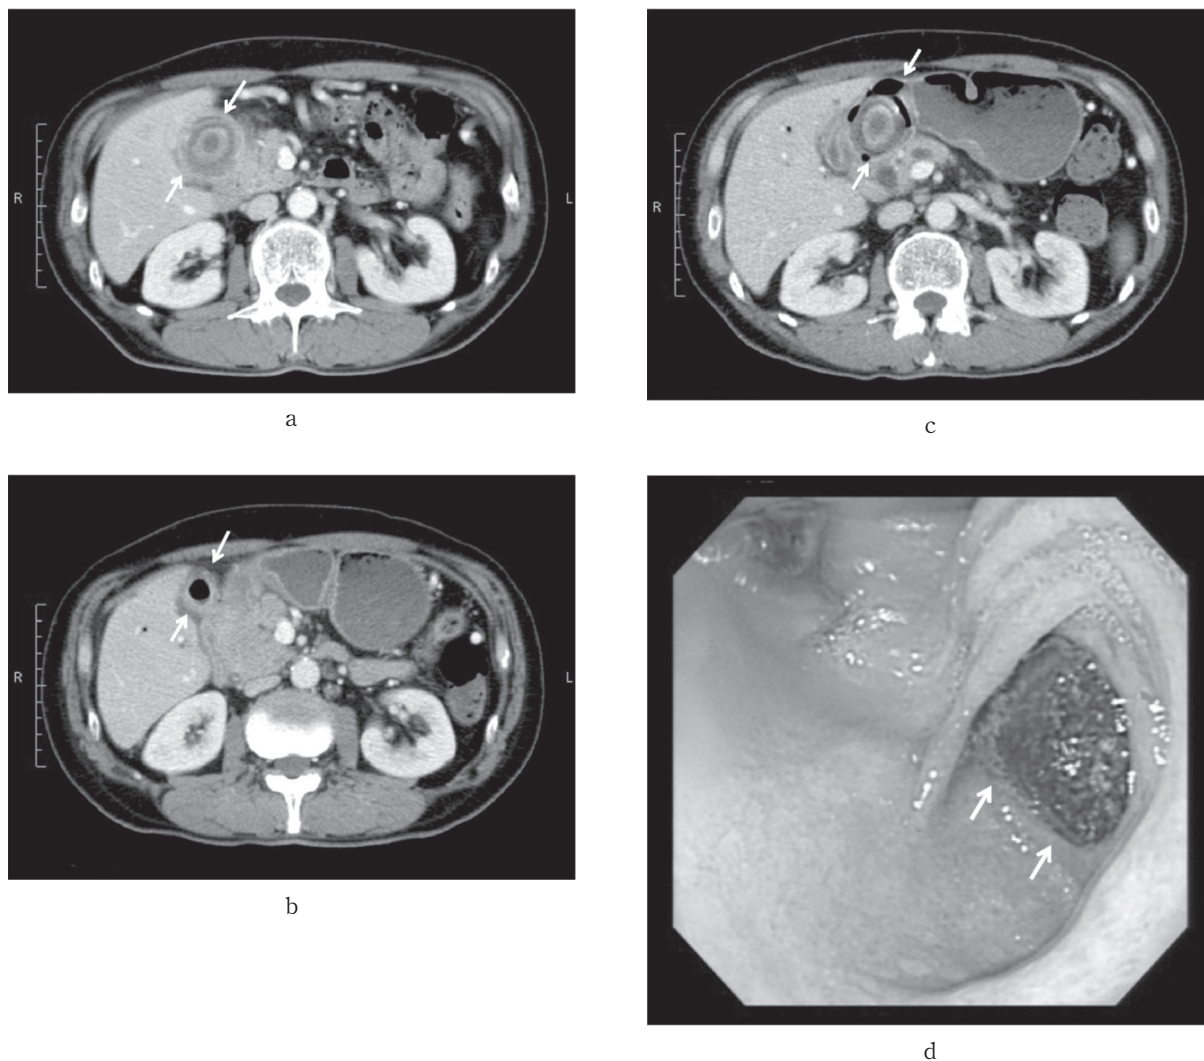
a. 腹部CT検査にて胆嚢は著明に壁肥厚しており、内部に長径45 mmの層状構造をもった胆石(矢印)を認める。
